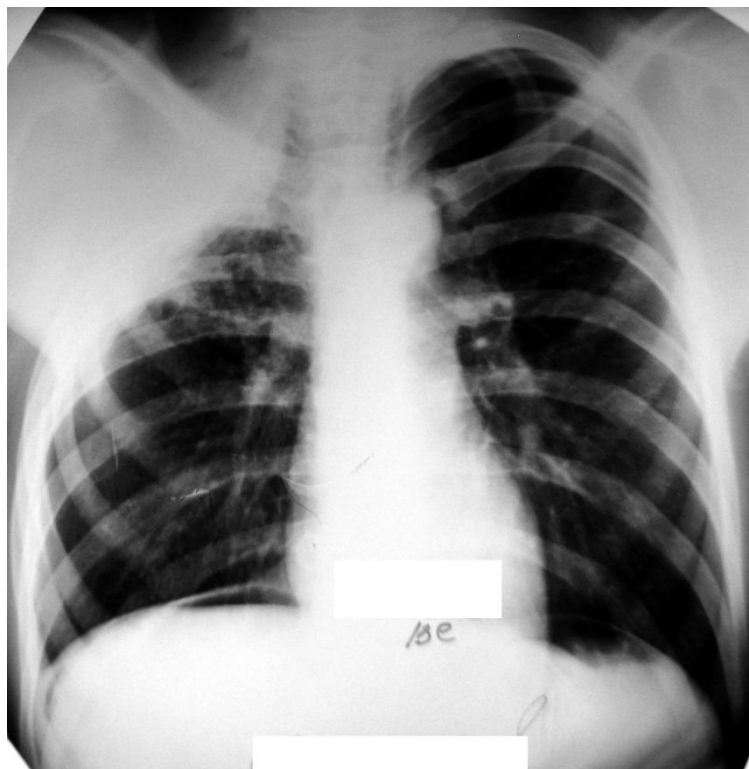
Обзорная рентгенограмма больного Ю. при выписке. Справа в верхних отделах легкое поджато за счет коллапса после торакопластики, полость деструкции не определяется.
